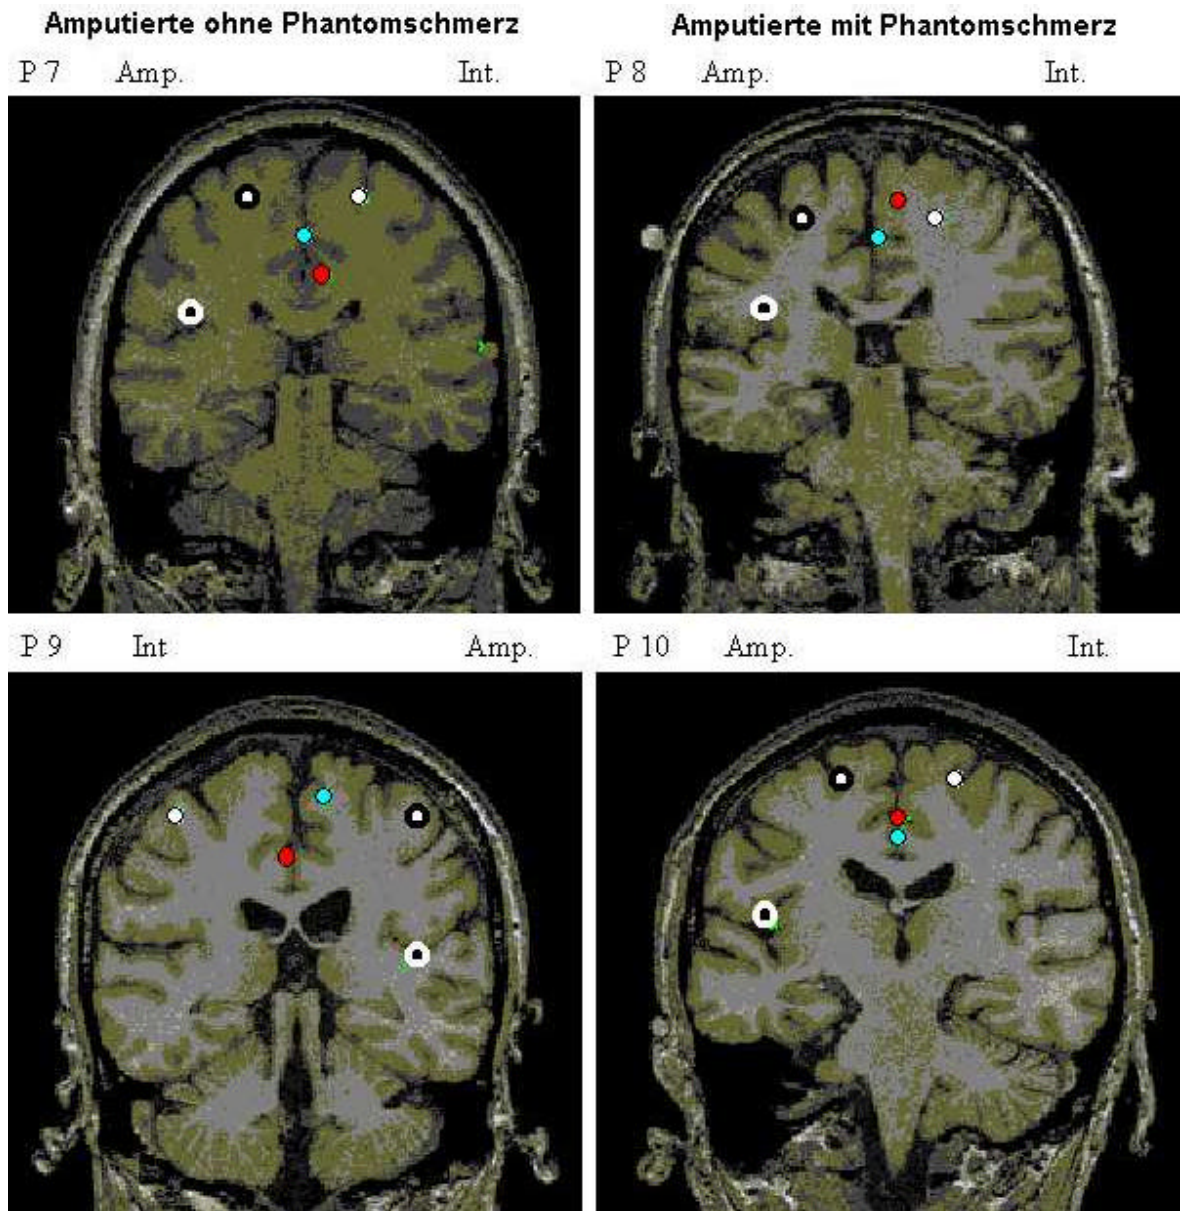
Überlagerung von bikP und MRT bei den übrigen 4 untersuchten Patienten.⁵
